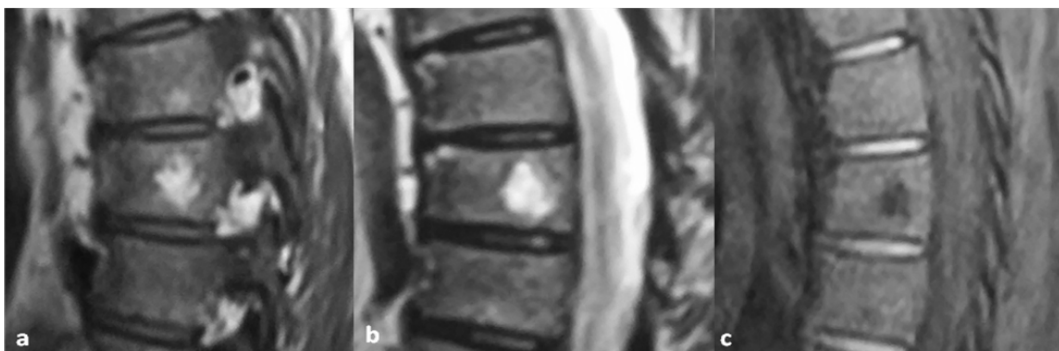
IRM lombaire en coupe sagittale T1 (a), T2 (b) et T2 FATSAT (c) : Hémangiome vertébral. Lésion du corps vertébral de L2 en hypersignal T1 et T2, avec suppression du signal sur la séquence en saturation de graisse.
